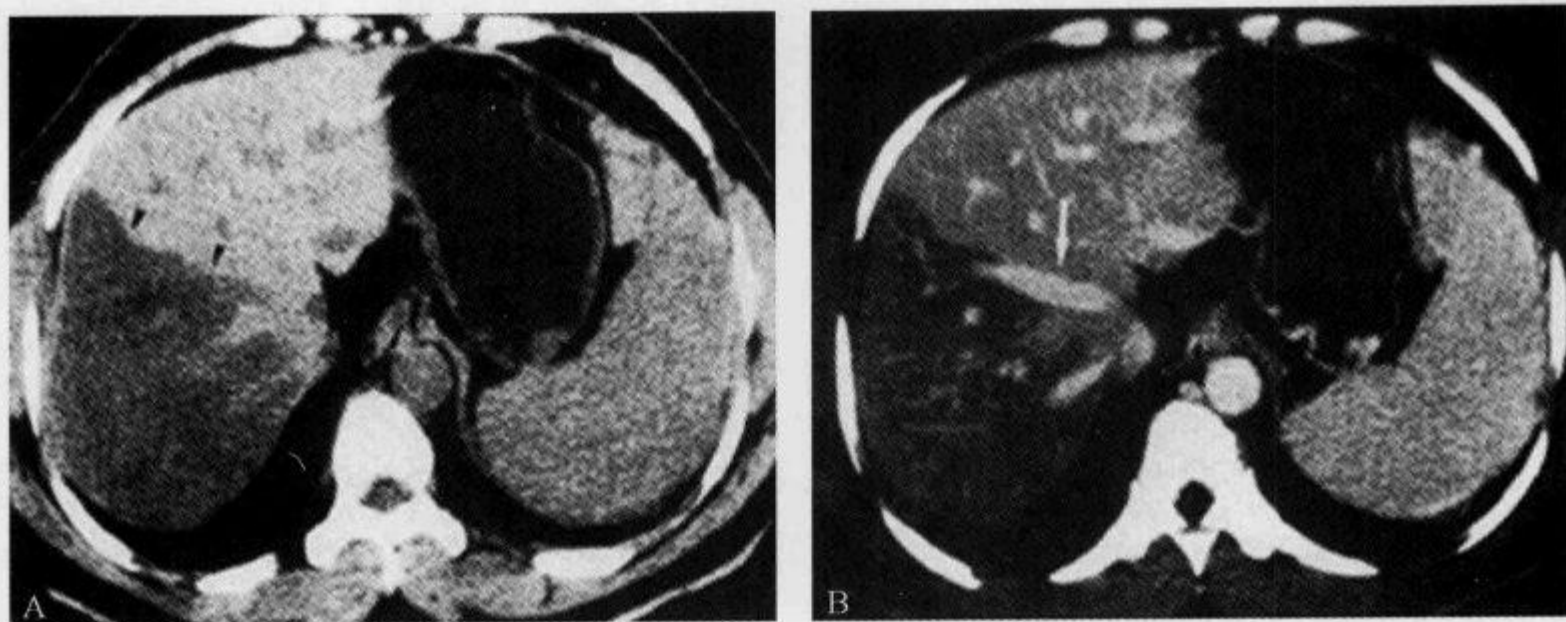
肝脏脂肪浸润,CT 平扫及增强示“直线边界征”
